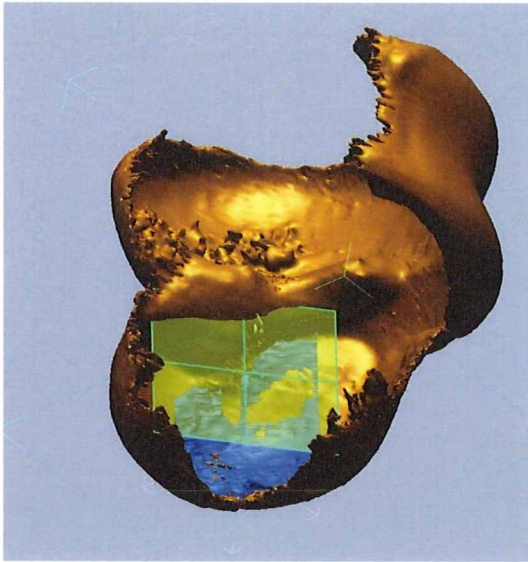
MRI 画像より作成した 3 次元表面形状モデル
